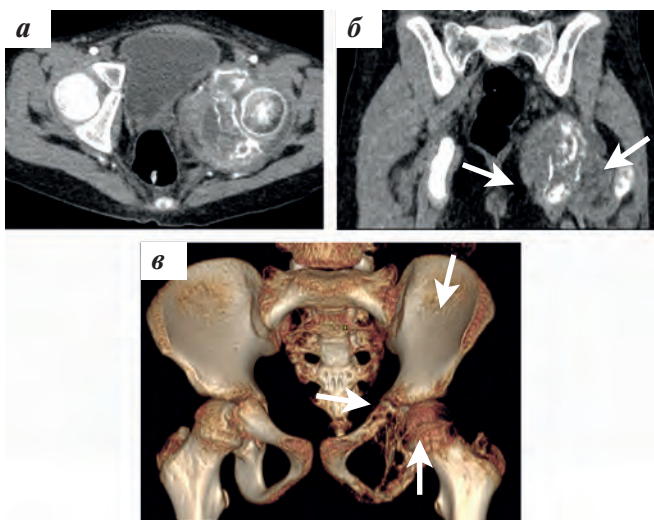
КТ-исследование костей таза (а), фронтальная реконструкция (б), 3D-реконструкция (в). Тела левой подвздошной, левой седалищной и левой лонной костей деструктивно изменены с наличием интрапелвического внекостного компонента (указаны стрелками)
